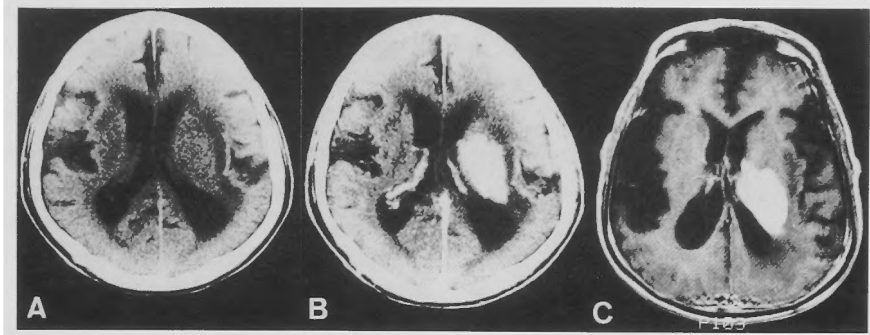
Case 10. CT shows slightly hyperdense lesion extending to the wall of the lateral ventricle (A) which is homogeneously enhanced and well demarcated (B). Axial T<sub>1</sub>-WI after Gd-DTPA better delineates the tumor (C).
